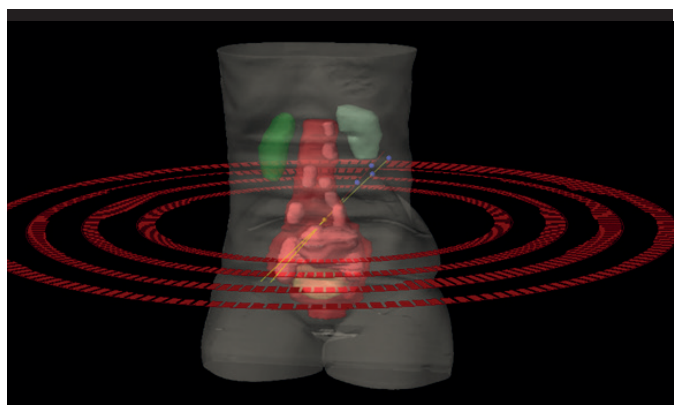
Computertomographie mit konturierten Lymphknotenmetastasen und Primärtumor in der Gebärmutter, der Risikoorgane Nieren (grün) und Harnblase (gelb)
